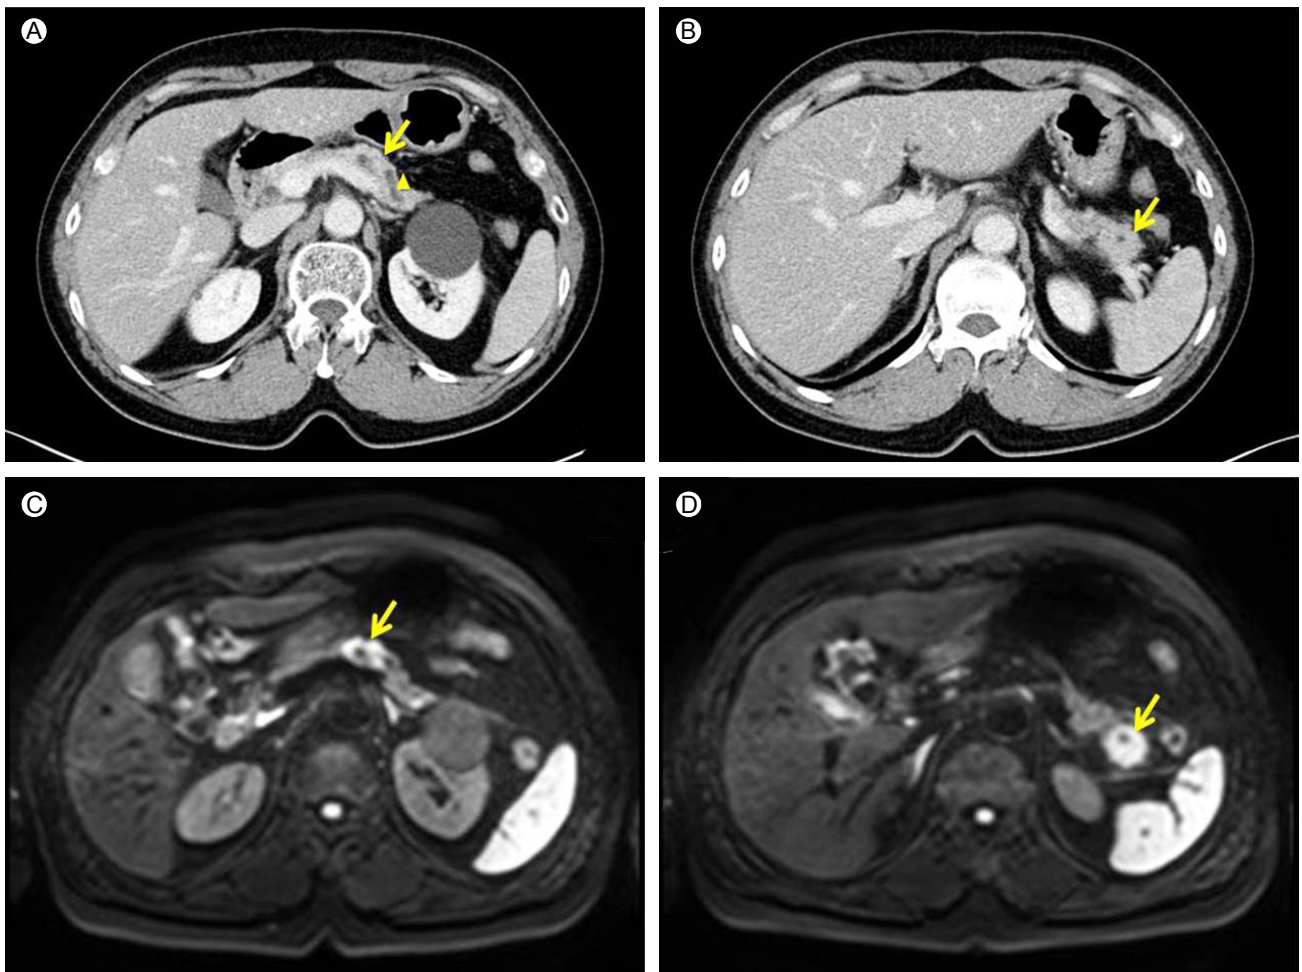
(A and B) CT images showed localized masses around cystic lesions in the body and tail of the pancreas (arrows). An associated focal dilated main pancreatic duct was observed (arrowhead). (C and D) The masses showed diffusion restrictions on diffusion-weighted MRI (arrows).
